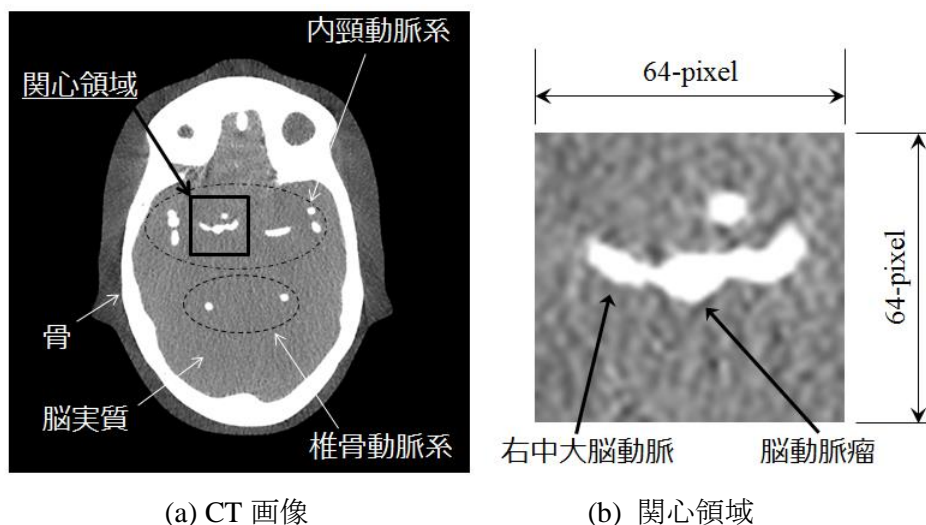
脳血管ファントムの CT 画像の一例と解剖学的構造の説明
